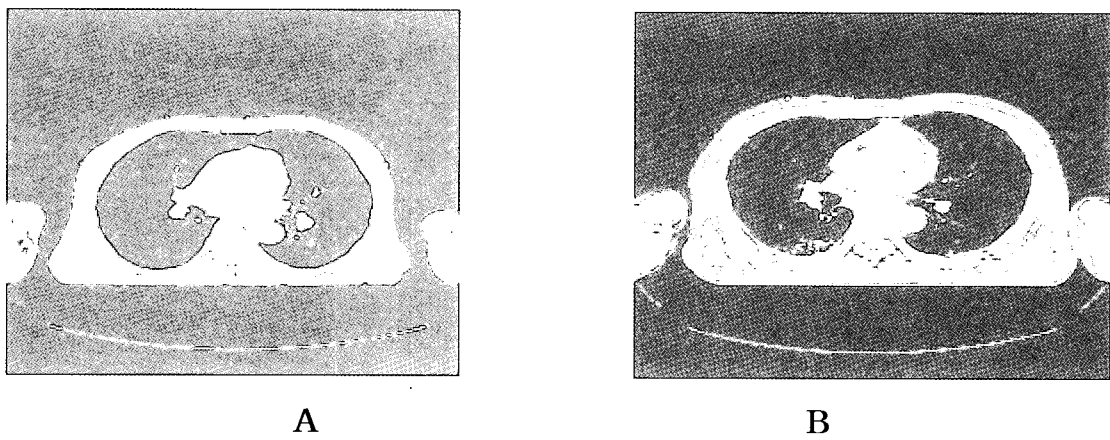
CT axial image of lung cancer patient with hard plate(A) and acryl plate(B)
